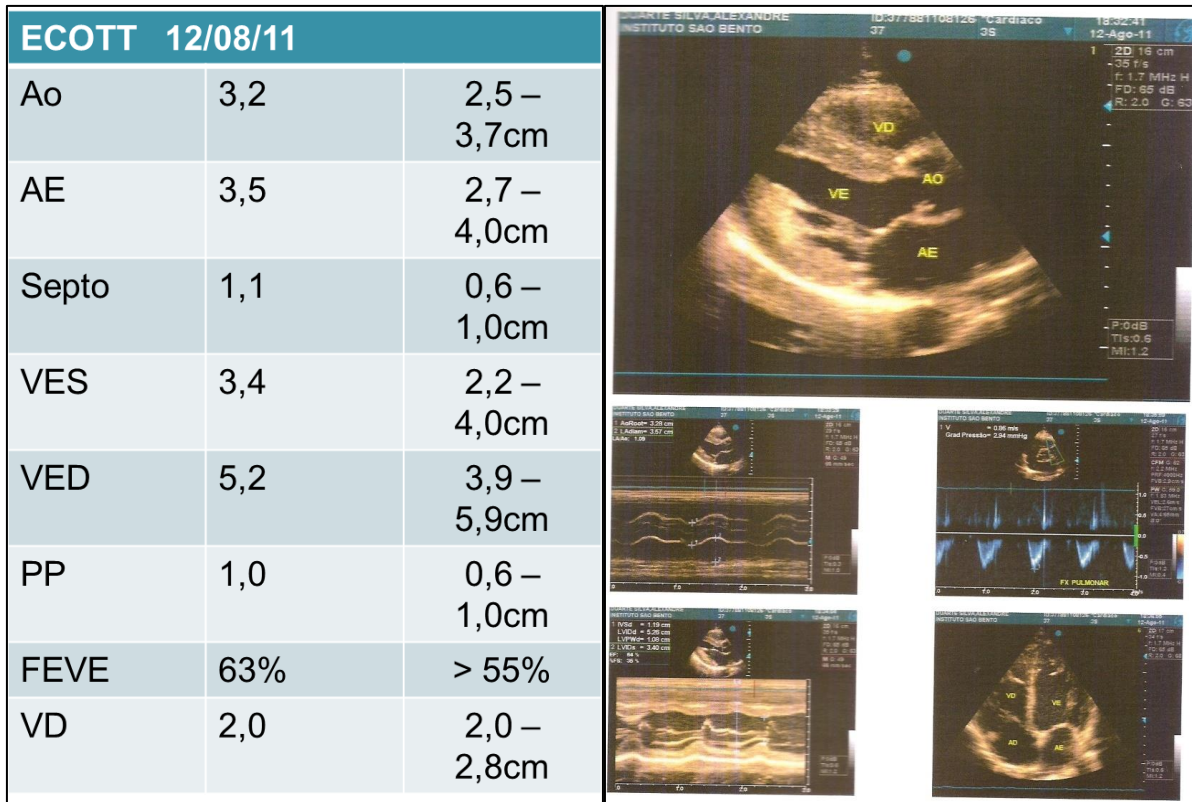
Ecocardiograma transtorácico bidimensional com dopplerfluxometria normal. Ao: Aorta; AE: átrio esquerdo; VES: ventrículo esquerdo sístole; VED: ventrículo esquerdo diástole; PP: parede posterior; FEVE: Fração de ejeção de ventrículo esquerdo; VD: ventrículo direito.
